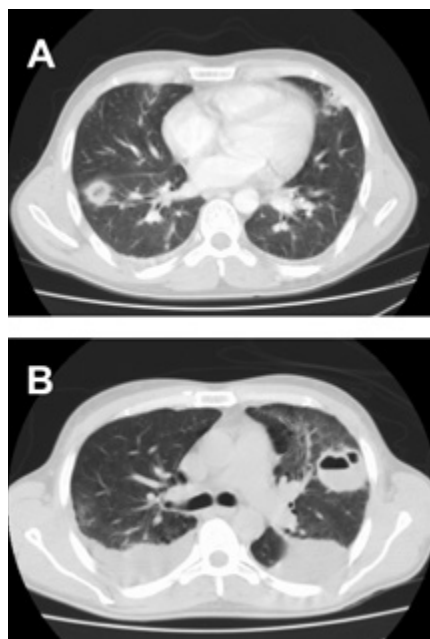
A. Esame di tomografia computerizzata del torace eseguito al momento del ricovero, che mostra ampie aree di consolidazione parenchimale, suggestive di embolizzazione settica. B. Esame di tomografia computerizzata di controllo, eseguito quattro giorni dopo, che evidenzia un incremento delle consolidazioni parenchimali, la comparsa di lesioni nodulari bilaterali con aree necrotiche centrali e versamenti pleurici bilaterali.
